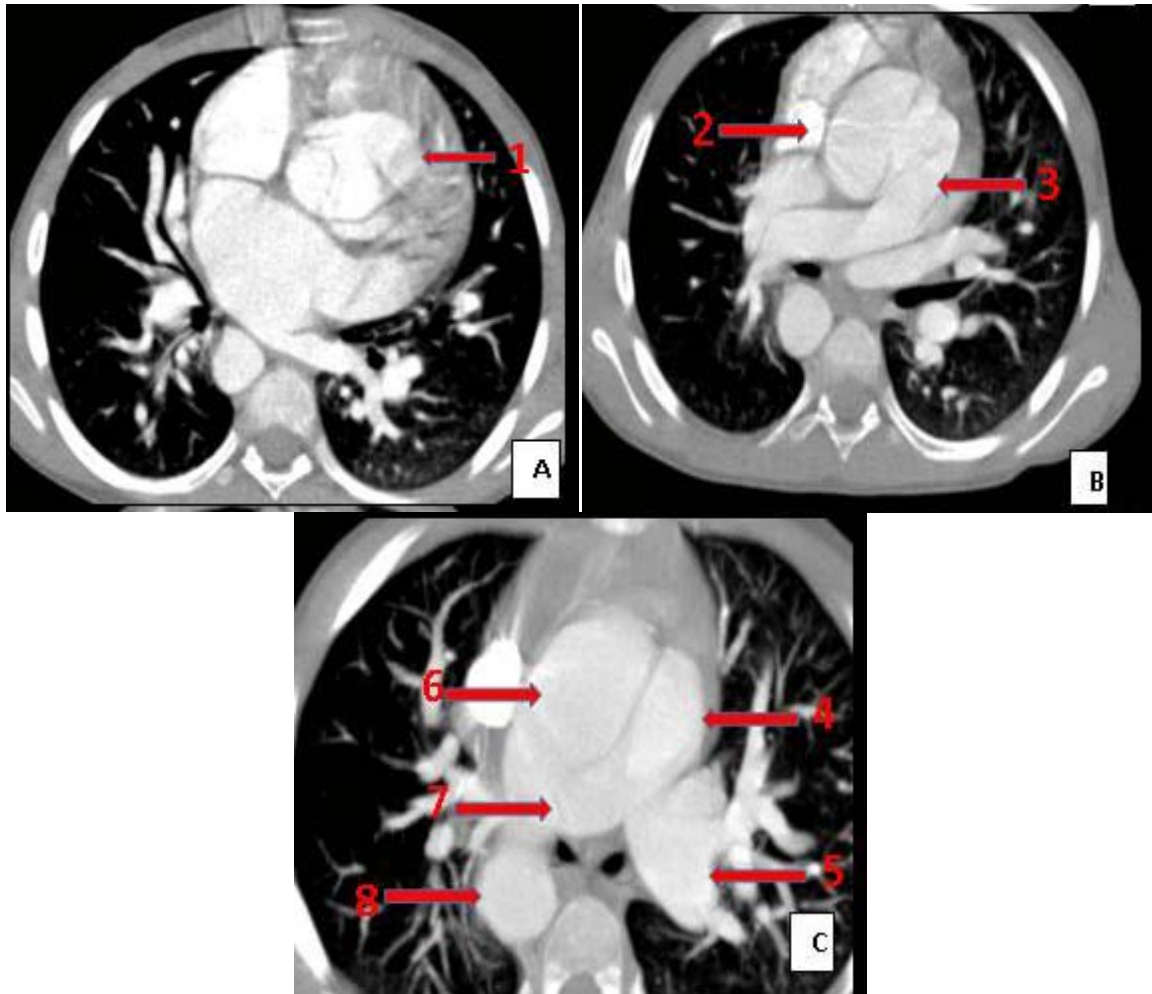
TDM thoracique, en coupe axiale passant par la valve troncale (image A) , en coupe axiale passant par la naissance de l'artère pulmonaire (image B), en coupe axiale avec reconstruction MIP (image C) : de la malformation de la Truncus Arteriosus TYPE I, chez une patiente de 6 ans
